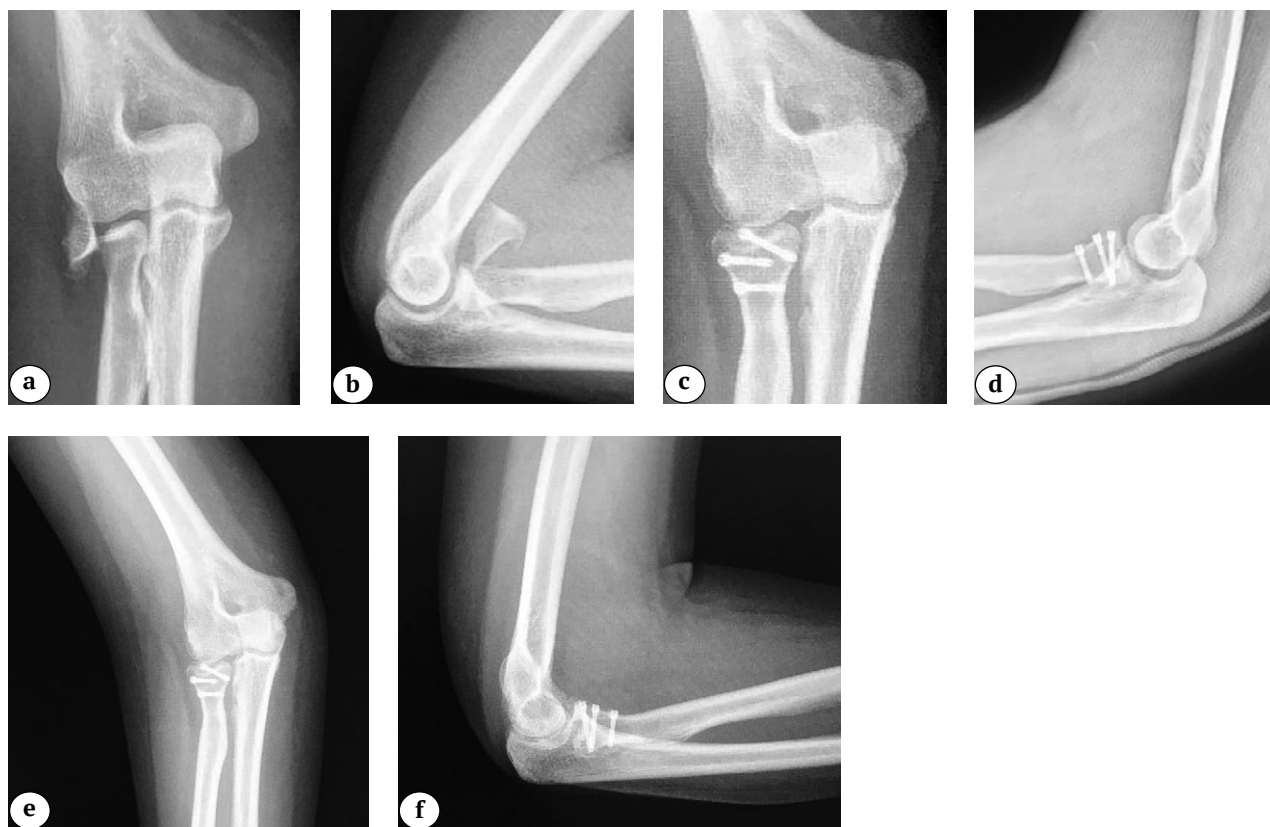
Рентгенограммы локтевого сустава пациента с переломом головки лучевой кости типа Mason II после остеосинтеза компрессионными винтами :
